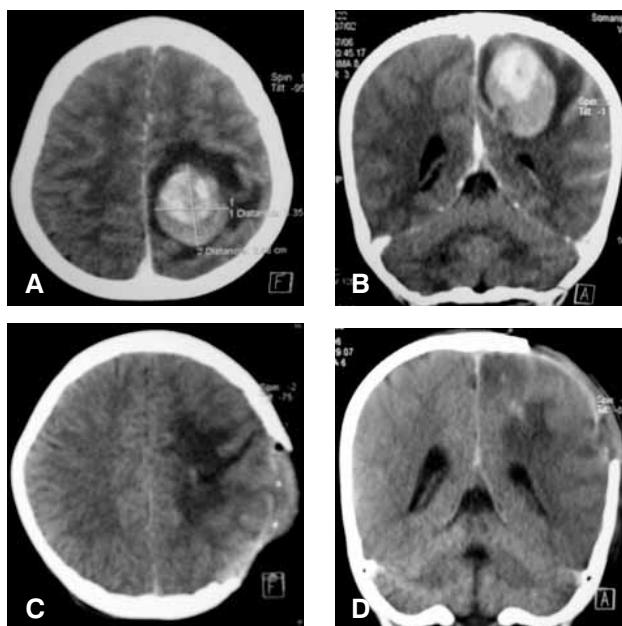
Tomografía contrastada de cráneo (A) axial y (B) coronal que demuestra la presencia de un hematoma parenquimatoso frontoparietal izquierdo (3.35 x 3.88 cm, A) con dos densidades distintas, edema perilesional y efecto de volumen con compresión y desplazamiento del sistema ventricular. En el estudio de control posquirúrgico (C y D) es evidente el área de craniectomía frontoparietal y la evacuación del hematoma
